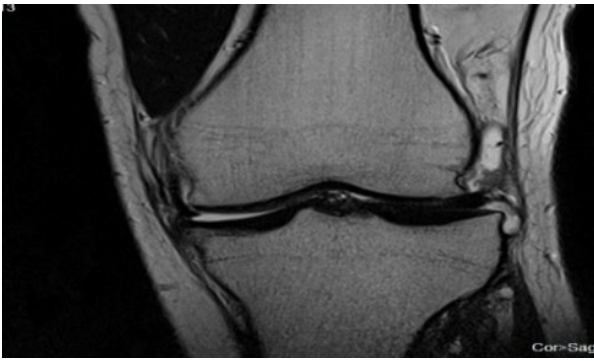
Rezonanță magnetică nucleară a articulației genunchiului stâng
